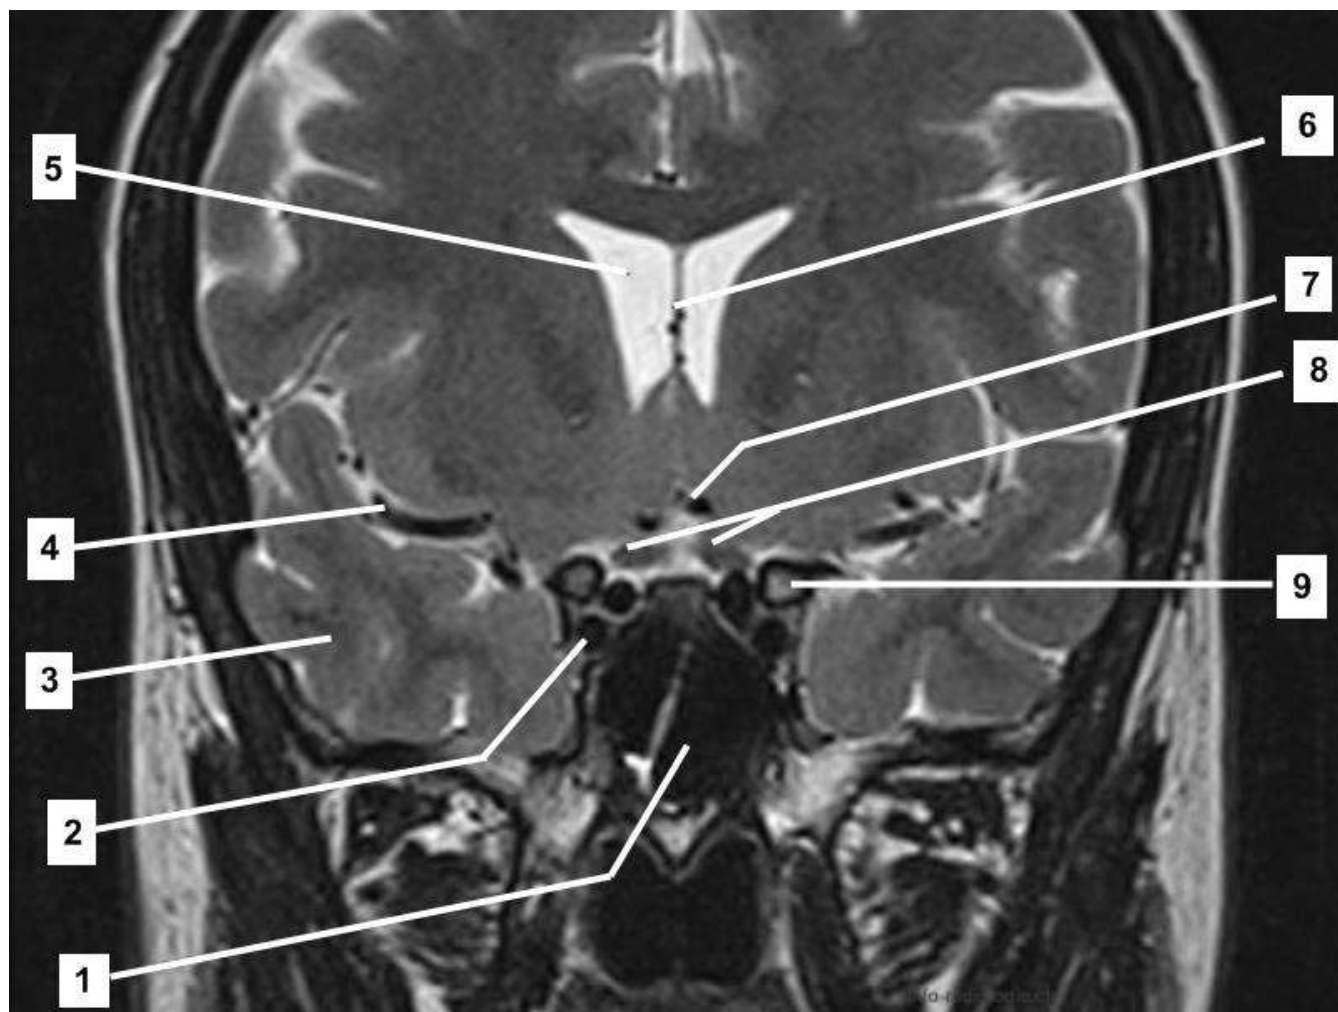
Магнітно-резонансна томографія гіпофізу і ділянки турецького сідла (корональний зріз): 1 – клиноподібна пазуха; 2 – внутрішня сонна артерія; 3 – тимчасовий полюс; 4 – середня мозкова артерія; 5 – бічний шлуночок; 6 – прозора перегородка (septum pellucidum); 7 – передня мозкова артерія; 8 – зоровий нерв; 9 – нахилений передній відросток.
